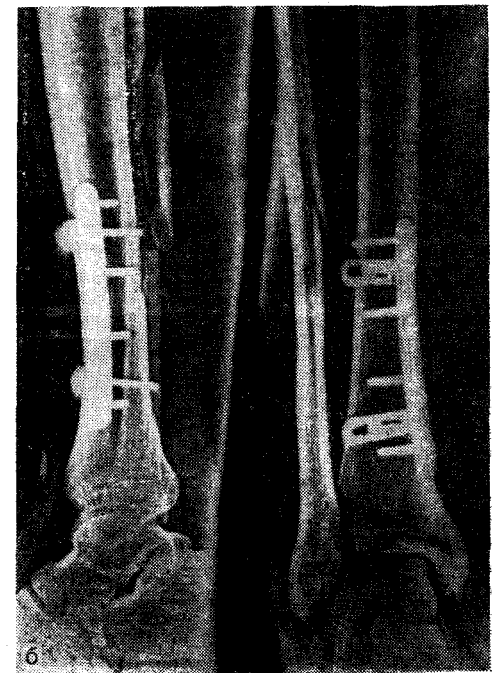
Косой перелом большеберцовой кости со смещением отломков. а — рентгенограмма при поступлении; б — отломки сопоставлены в правильном положении и фиксированы лапчатой пластинкой.
